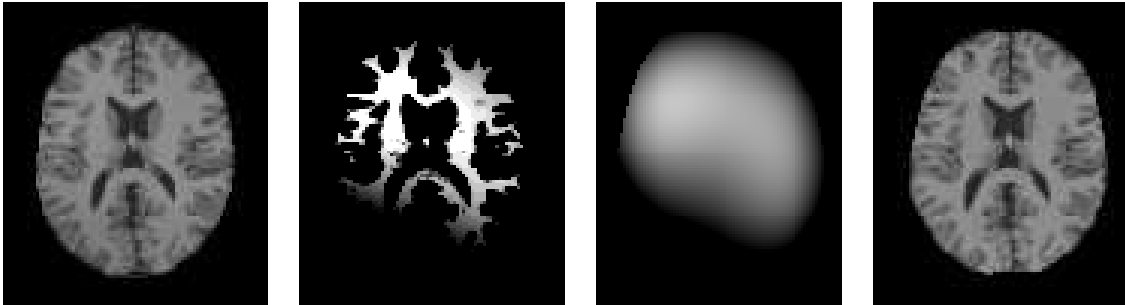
Exemple de correction du champ de biais. De gauche à droite : image IRM axiale ; image obtenue en "jouant" sur les niveaux de gris de l'image originale, qui fait apparaître des variations d'intensité importantes dans un même tissu selon sa position dans le volume 3D ; champ de biais calculé ; image IRM corrigée en intensité.*
